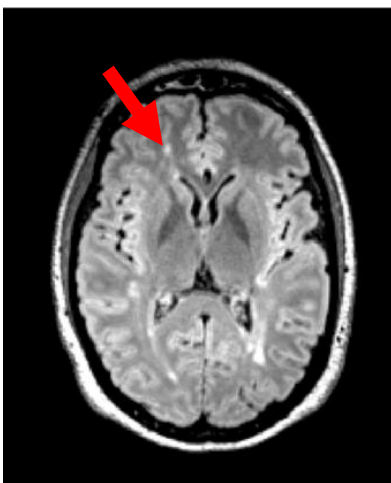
Transversale FLAIR- Sequenz mit MS- Läsion in T2 gewichteter Hyperintensität (Pfeil)
